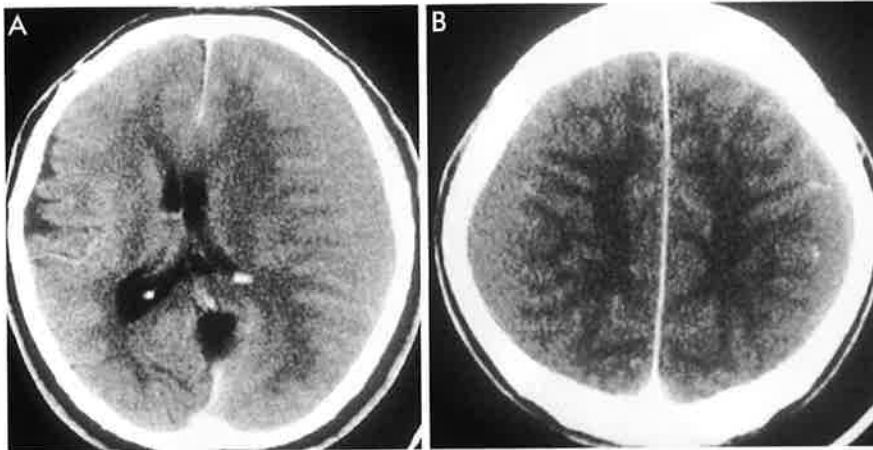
Two representative cases of the homogeneous type. A : Post-contrast CT scans of a patient with CSDH of the homogeneous type. There is no enhancement of the inner membrane and no enlargement of cortical veins. B : Post-contrast CT scans of another patient with CSDH of the homogeneous type. There is no enhancement of the inner membrane, but mild enlargement of cortical veins can be seen.
